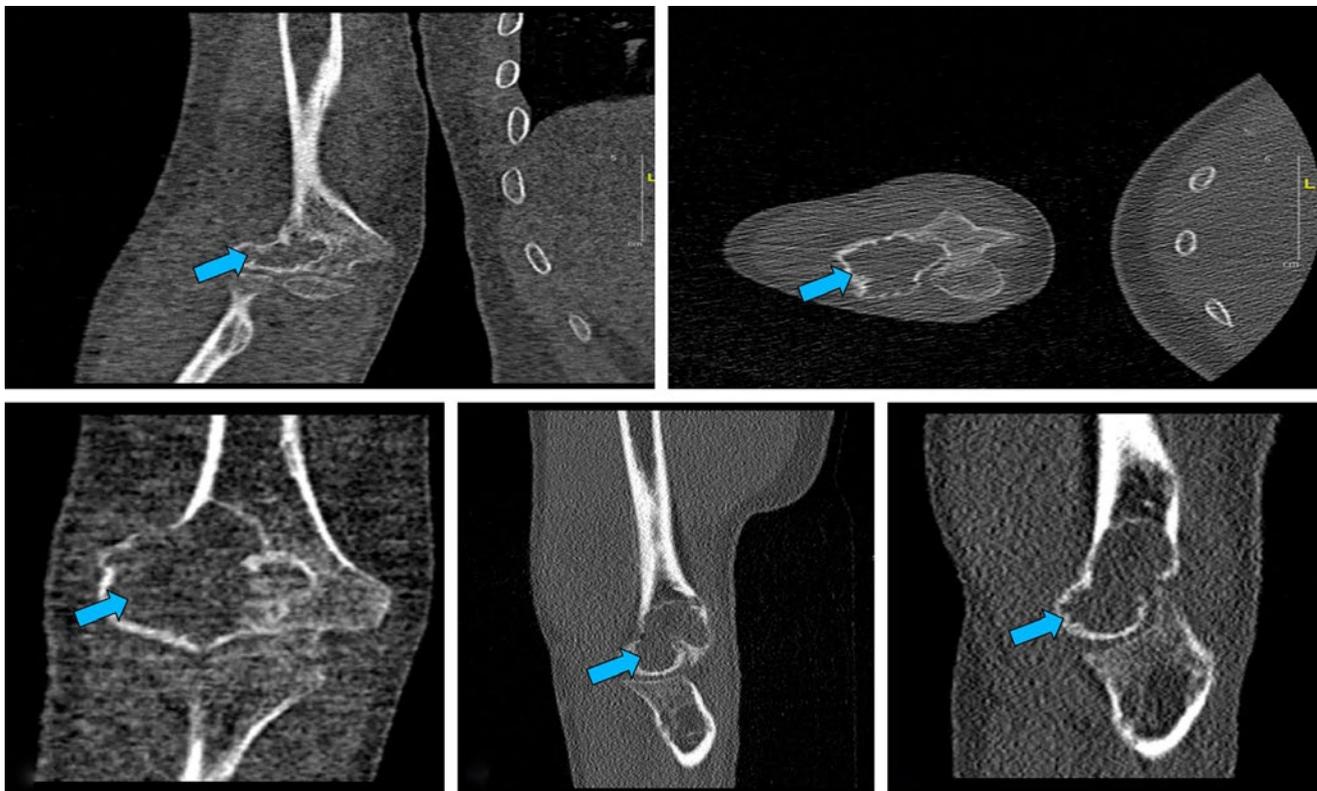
Imágenes de cortes y planos diferentes de TAC. En el cóndilo humeral derecho externo se aprecia tumoración correspondiente a quiste óseo aneurismático (flechas azules).
